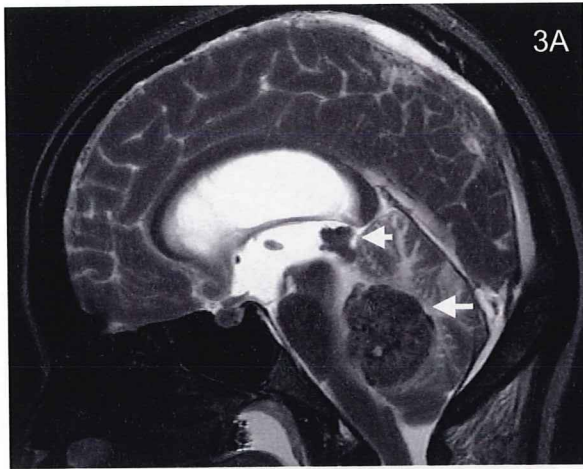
脳 MRI 死後画像と解剖所見の対比、脳腫瘍例(松果体 germ cell tumor と小脳転移、矢印部)
